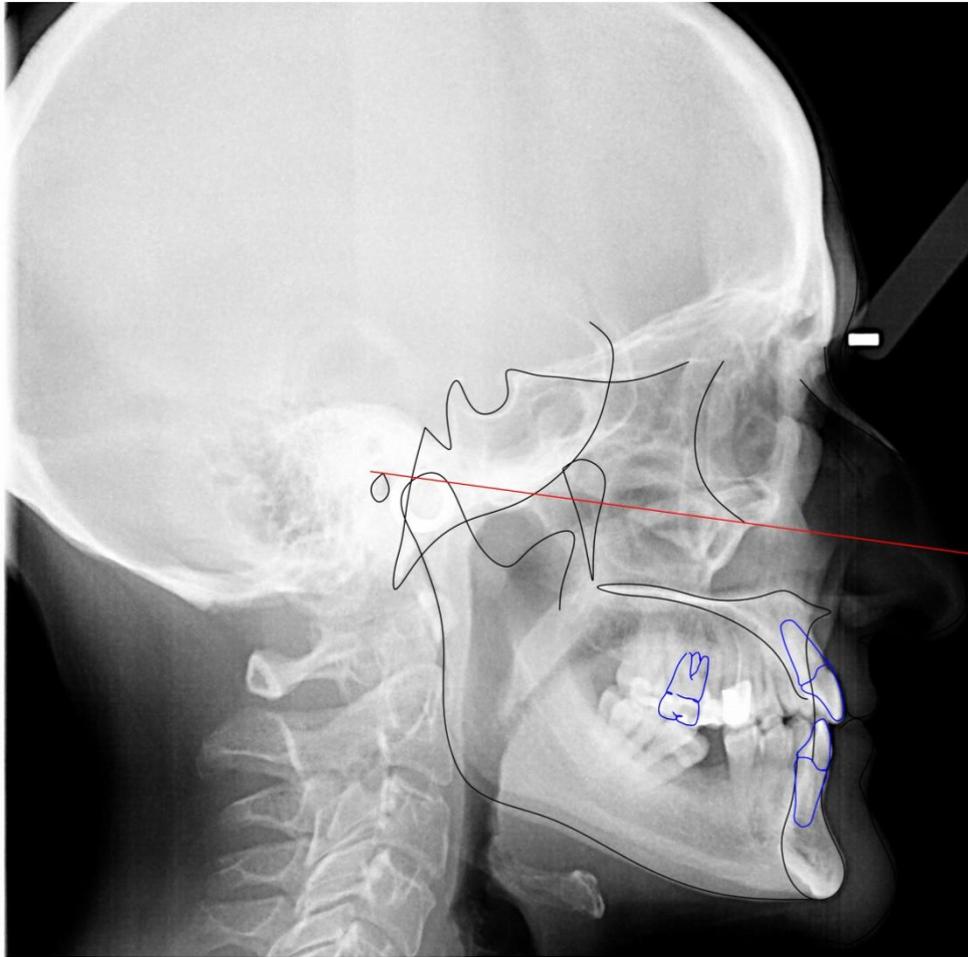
Trazado de la teleradiografía para Cefalometría .
